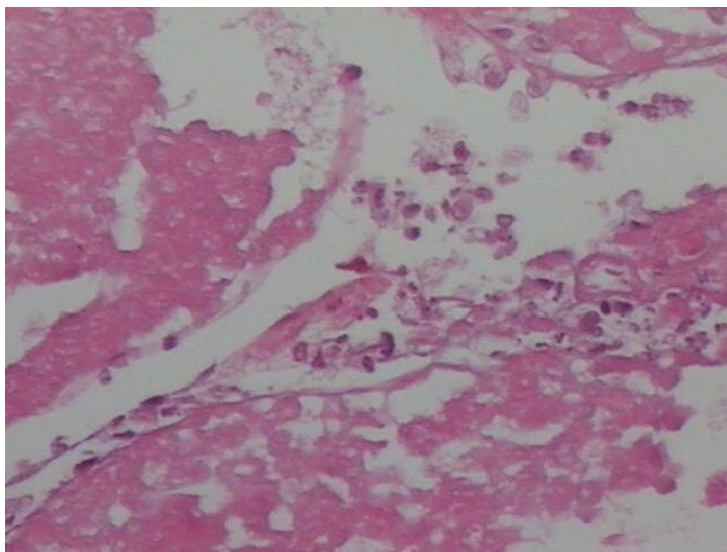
ASPECTO MICROSCÓPICO DO TESTÍCULO ESQUERDO TORCIDO POR DEZ DIAS (RATO N°. 10) (HE, 200X)
